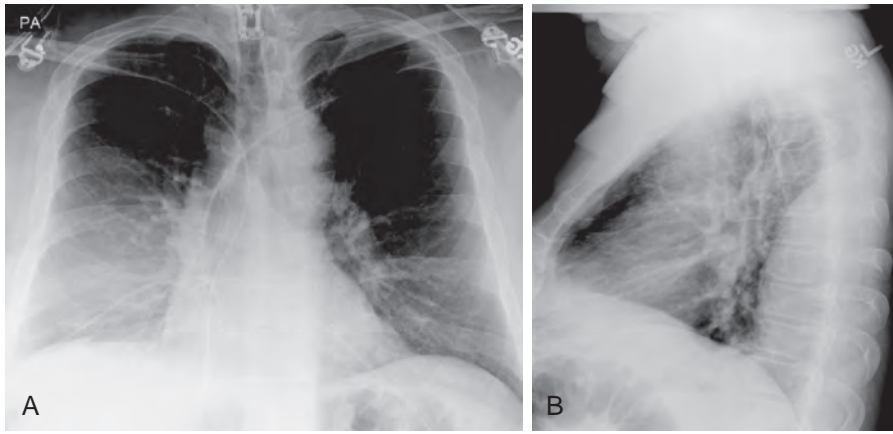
A, esta opacidad torácica inferior derecha no tiene bordes detectables en la radiografía PA. B, la revisión lateral revela una opacidad tipo masa, posterior, alargada y bien circunscrita. C, la tomografía computarizada muestra una atenuación mixta de la opacidad posterior, con una fractura costal asociada. Esto confirma un hematoma de la pared torácica.
